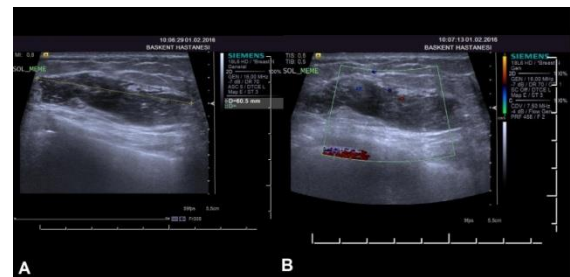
Ultrasound and Doppler ultrasound images of the mass. a, Ultrasound images. There was an oval shaped, well-defined, heterogeneously hypoechoic large mass in the left breast b, Color Doppler ultrasound images. There were peripherally vascularised areas within the mass
